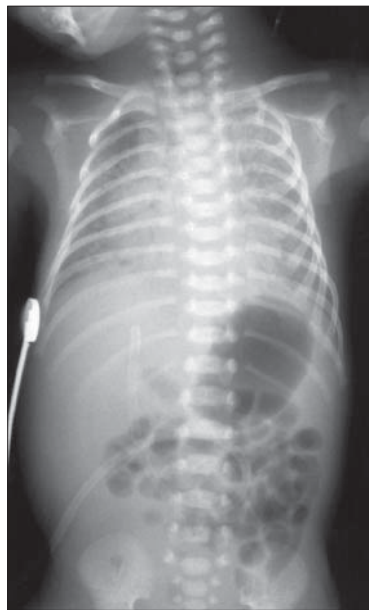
Pneumatizarea a ajuns până la nivelul sigmei. Radiografie toracoabdominală efectuată la 18 ore după naștere.
